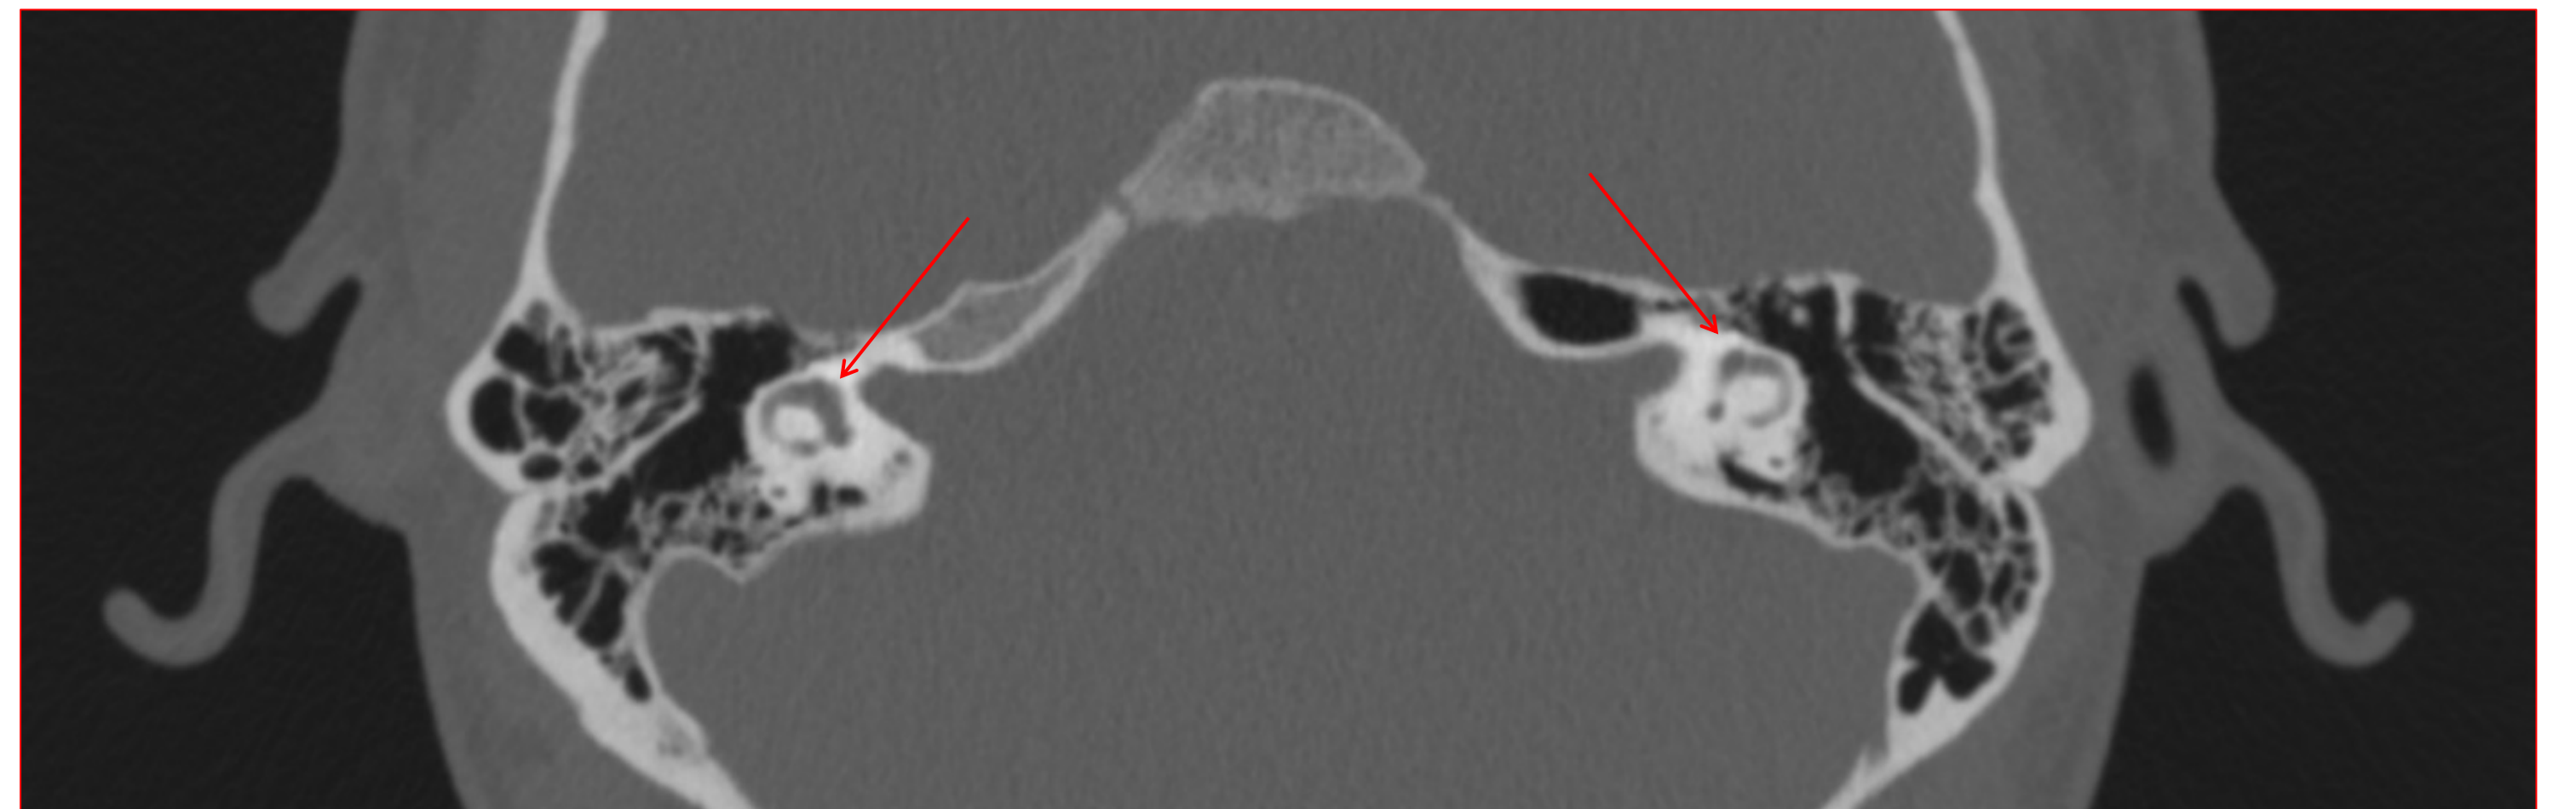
Corte axial de tomografía de oídos
